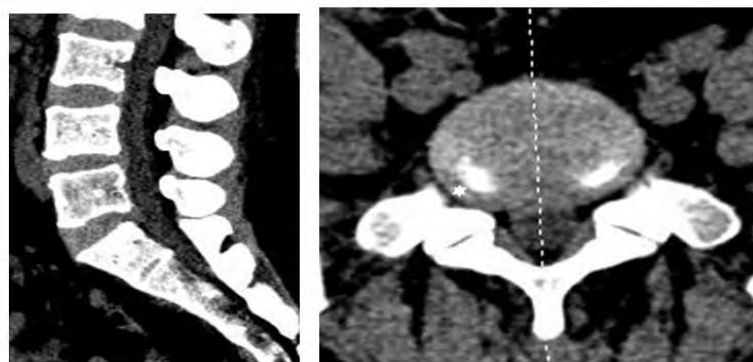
МСКТ. Циркулярная протрузия диска L4-L5 (выстояние диска за пределы ПМПД на 4 мм показано белой звездочкой).
